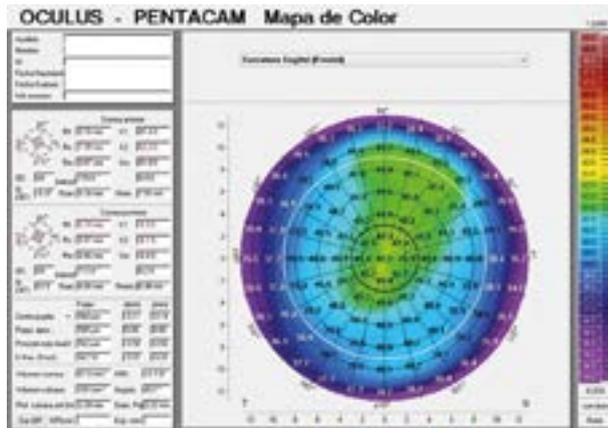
Tomografía Scheimpflug.
